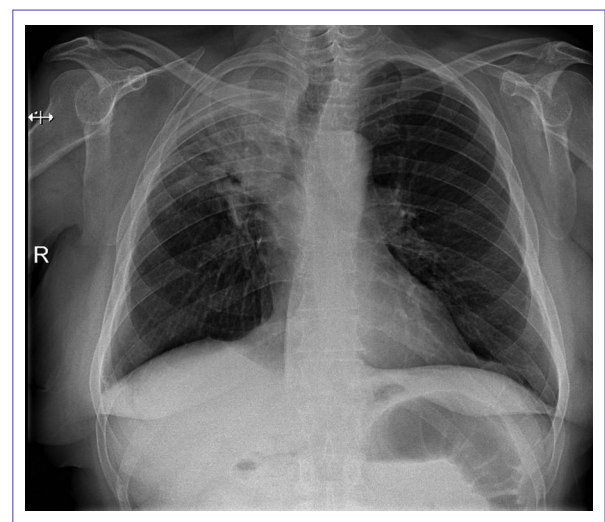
Radiografía de tórax con hemitórax derecho con disminución en expansión secundario a opacidad parahiliar derecha con broncograma aéreo, condiciona retracción de la tráquea y mediastino.
